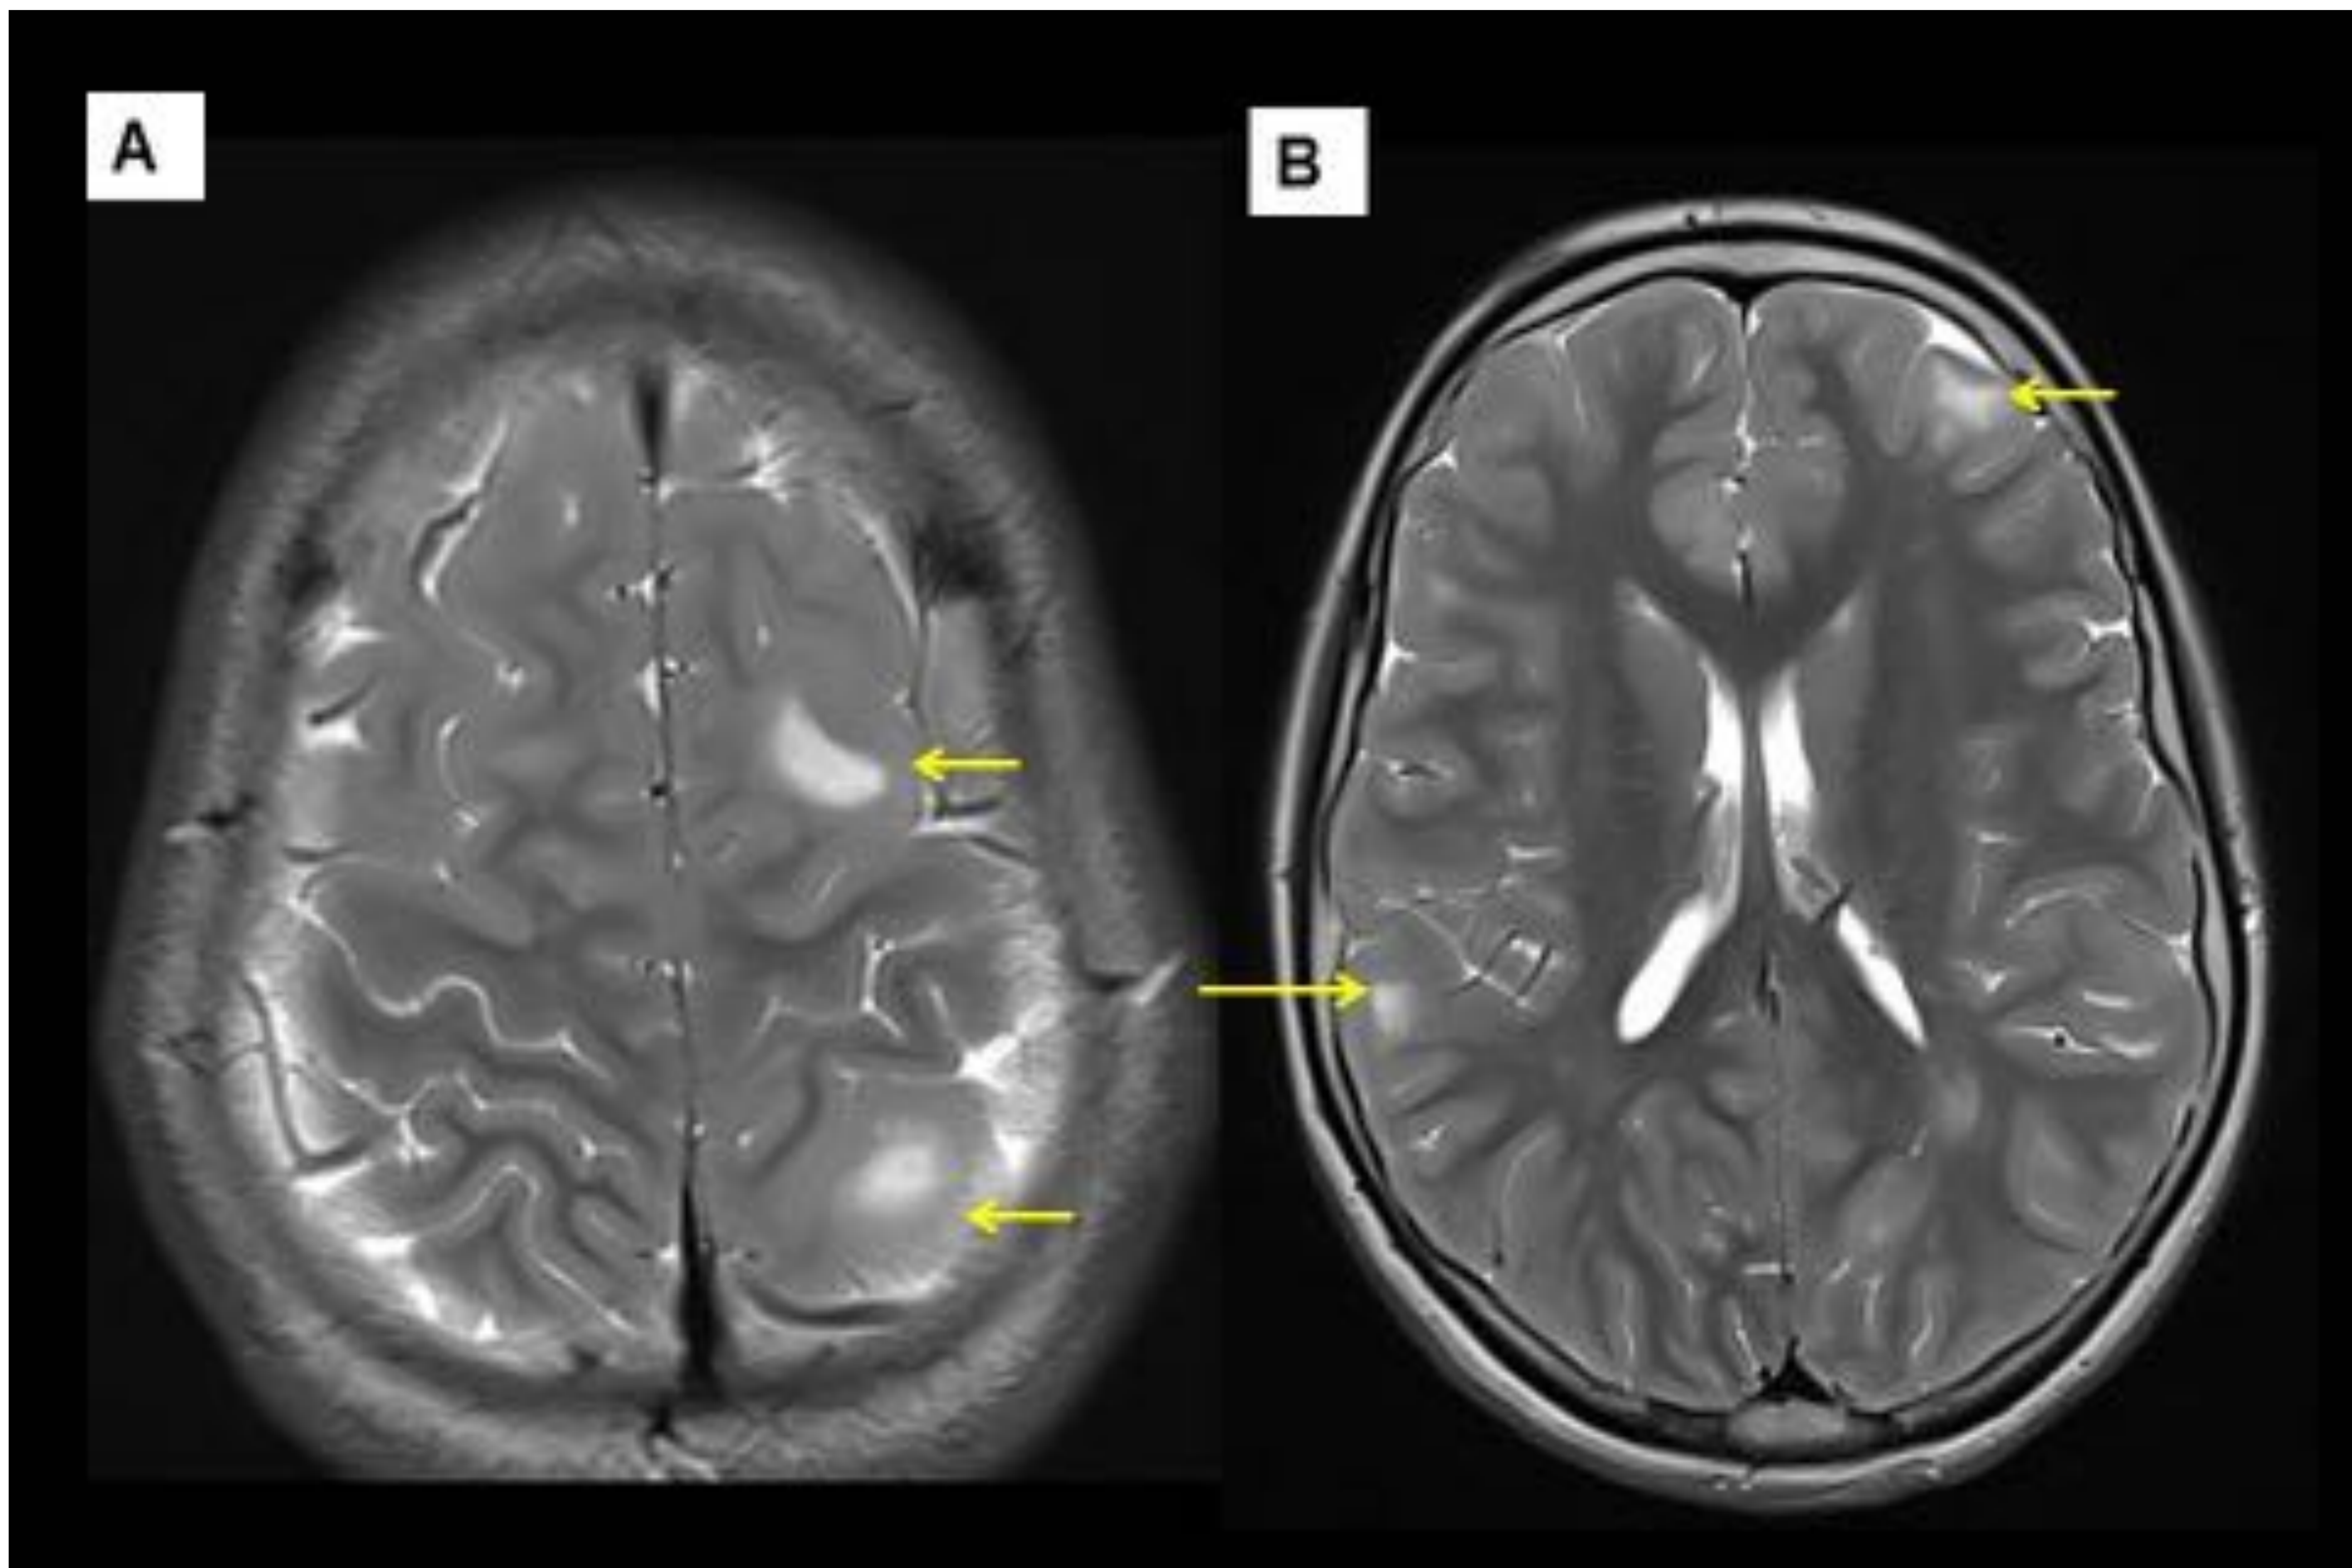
Paciente 3: Mujer de 12 años con ET. RM cerebral secuencias axial T2 que muestran lesiones hiperintensas bilaterales en T2 en la sustancia blanca subcortical fronto-parietal compatibles con tubers corticales y subcorticales.
